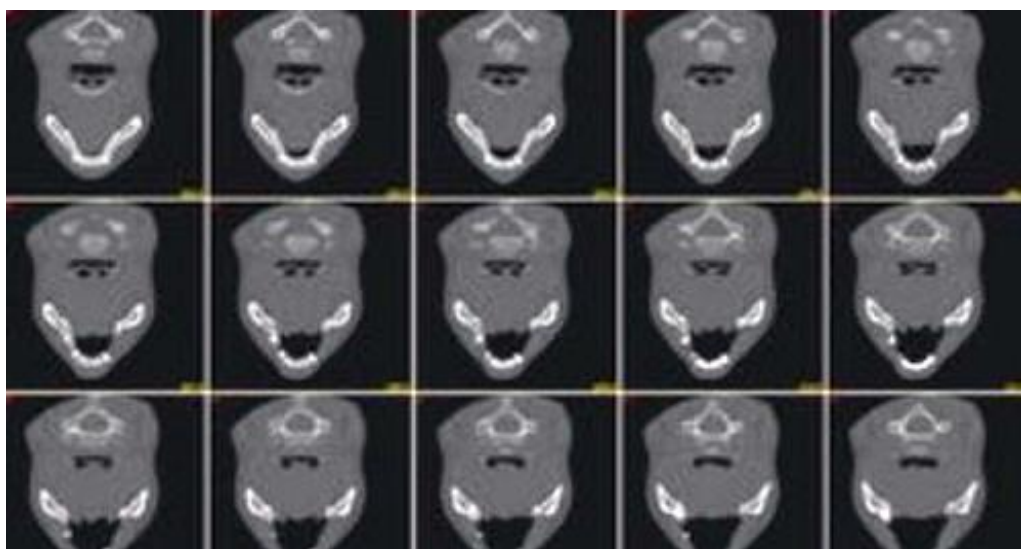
Компьютерная рентгеновская томография позвоночника больного, страдающего коксартрозом
